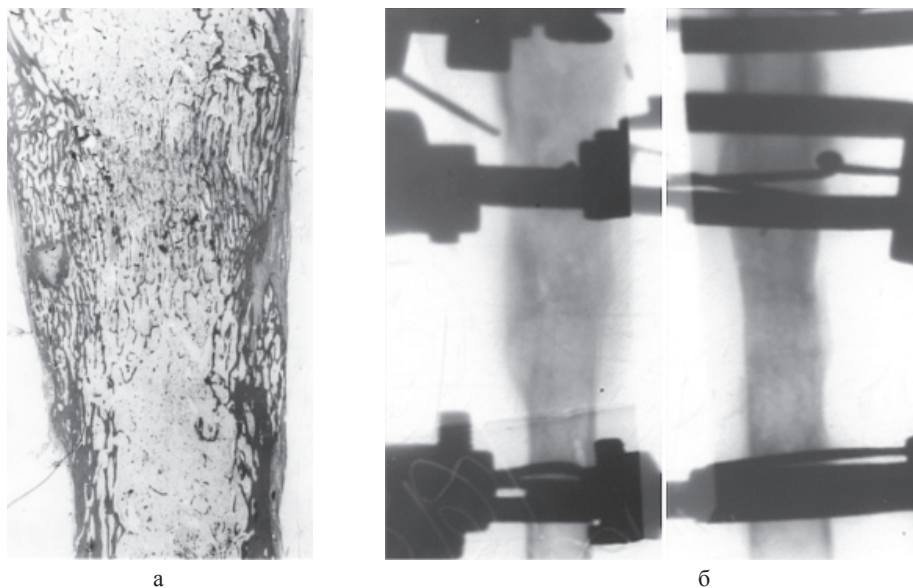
Фиксация 60 суток. На гистотопограмме (а) и рентгенограммах (б) замыкание «зоны роста», формирование кортикальной пластинки регенерата
